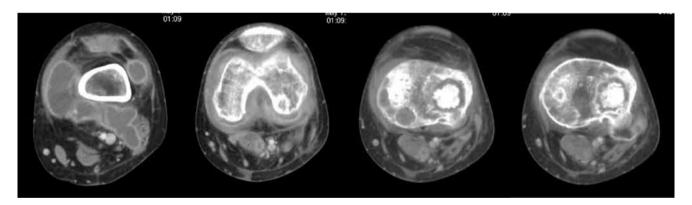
TC cortes axiales con contraste IV, mostrando aumento de líquido intraarticular con reforzamiento de la membrana articular con pared gruesa y bien definida.
